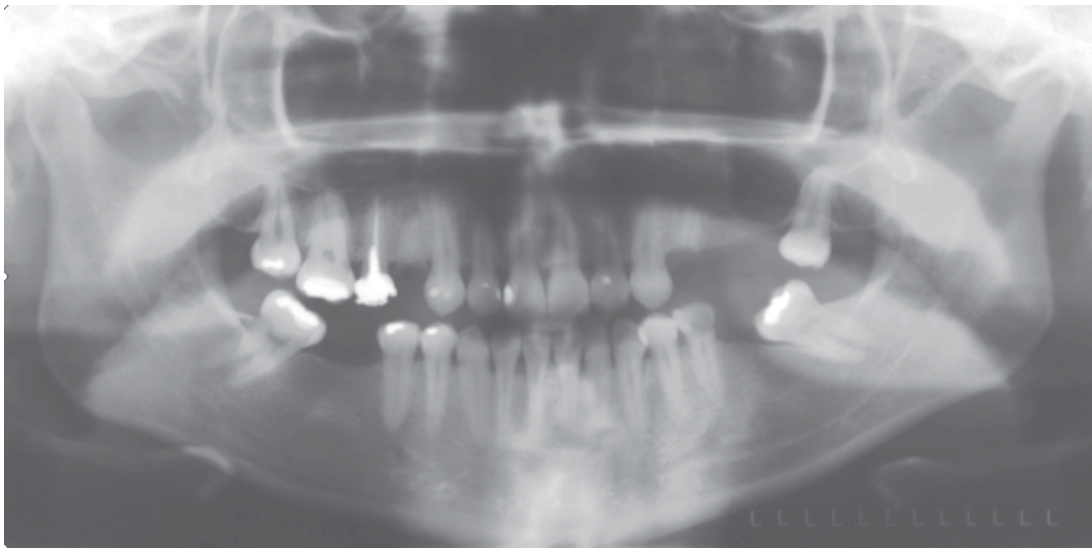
Radiografía panorámica inicial
